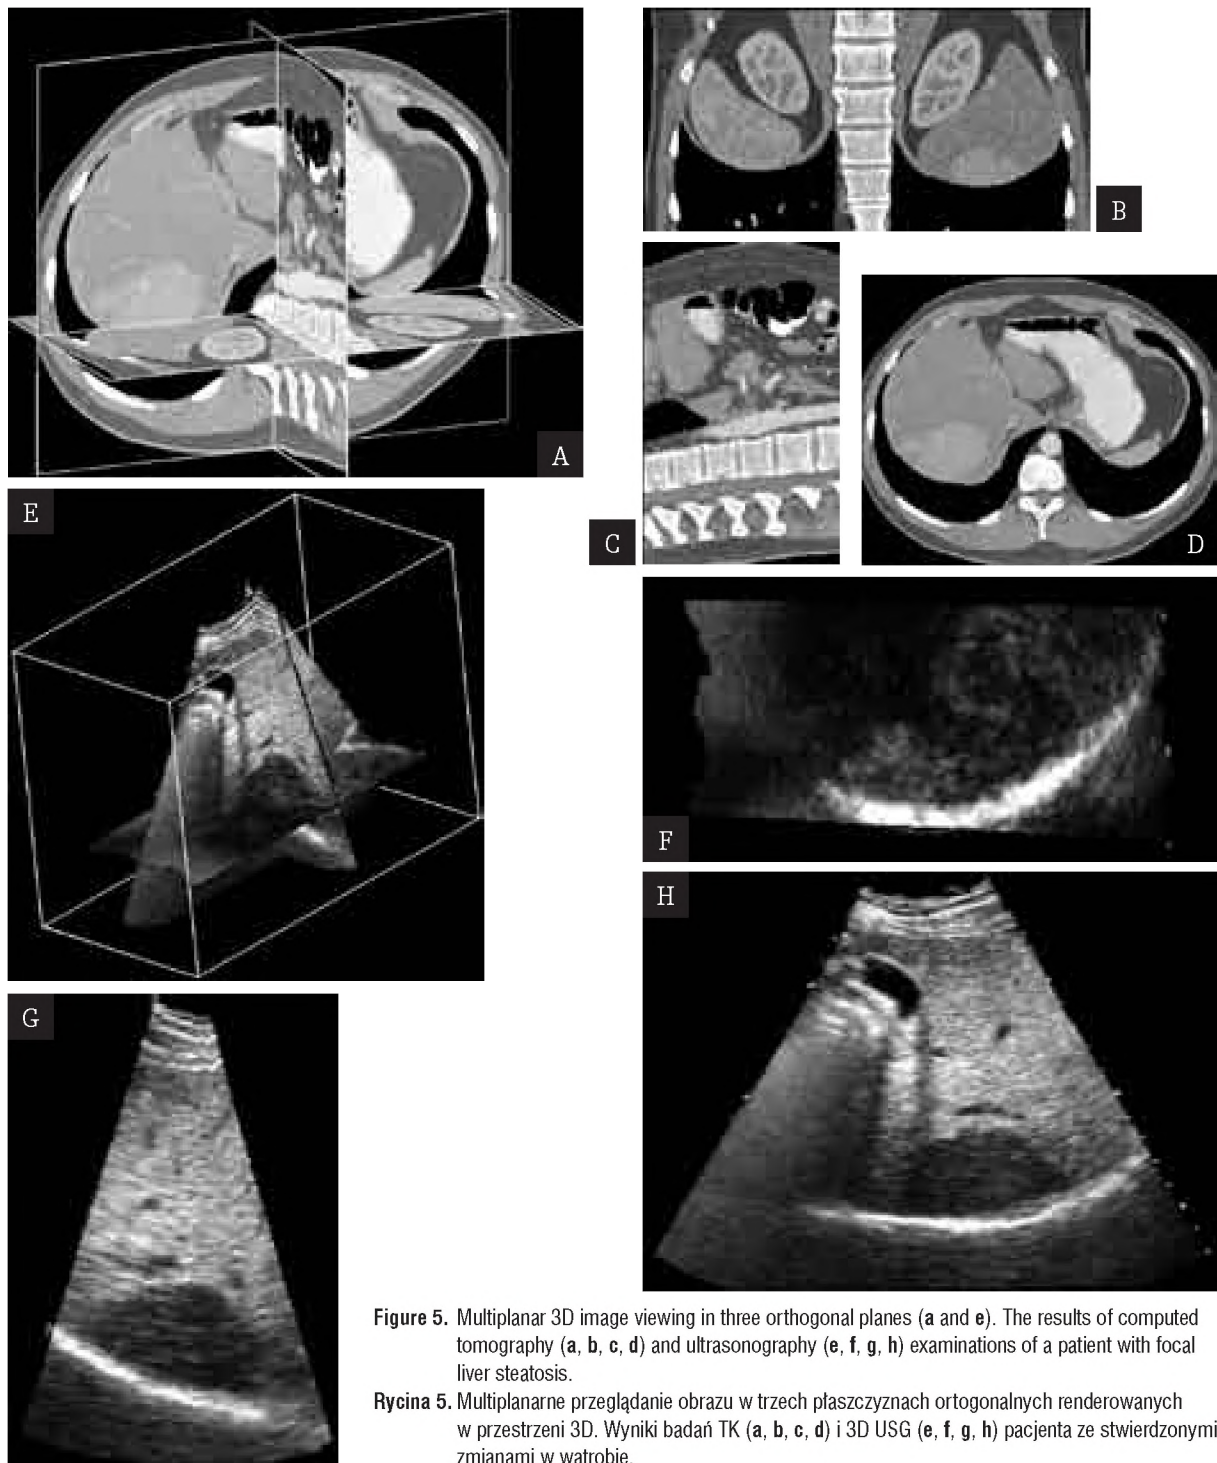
Multiplanar 3D image viewing in three orthogonal planes (a and e). The results of computed tomography (a, b, c, d) and ultrasonography (e, f, g, h) examinations of a patient with focal liver steatosis.
